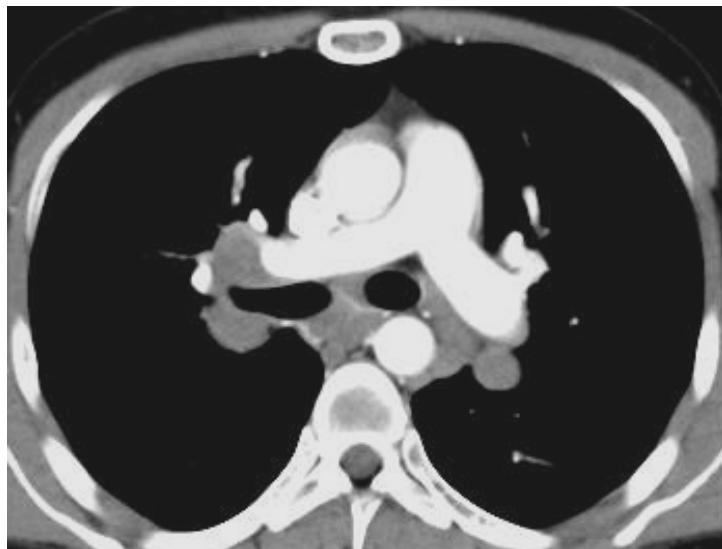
Tomografía de alta resolución de tórax contrastada.
